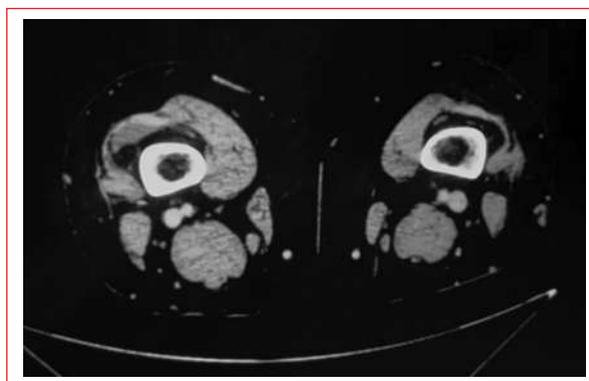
Angiotomografía de extremidades inferiores en fase venosa con evidencia de calcificaciones menores de arterias femorales sin estenosis significativa y derrame articular.
